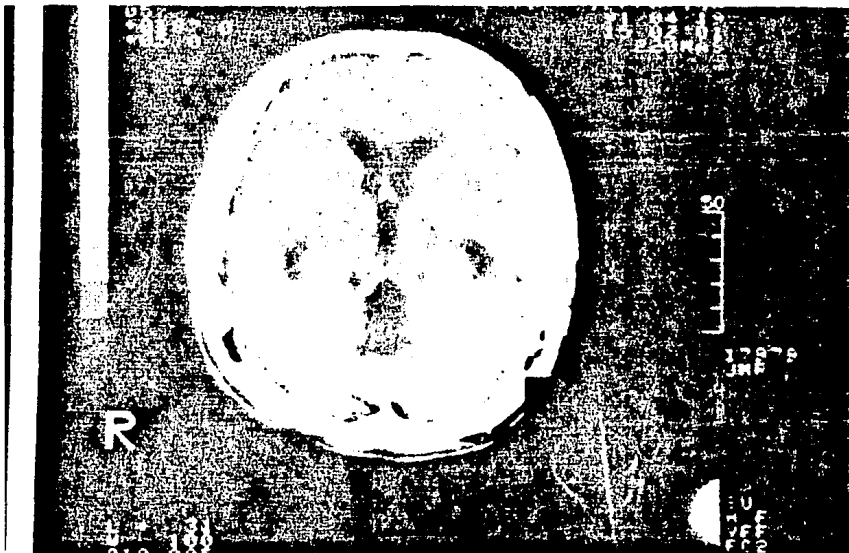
TC SIMPLE CON DILATACION DEL IV VENTRICULO
